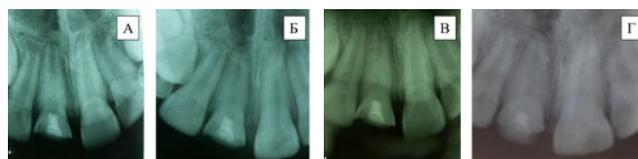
Прицельные внутриворотые рентгенограммы зуба 1.1: А — через 4 месяца, Б — через 6 месяцев, В — через 12 месяцев, Г — через 1.5 года
